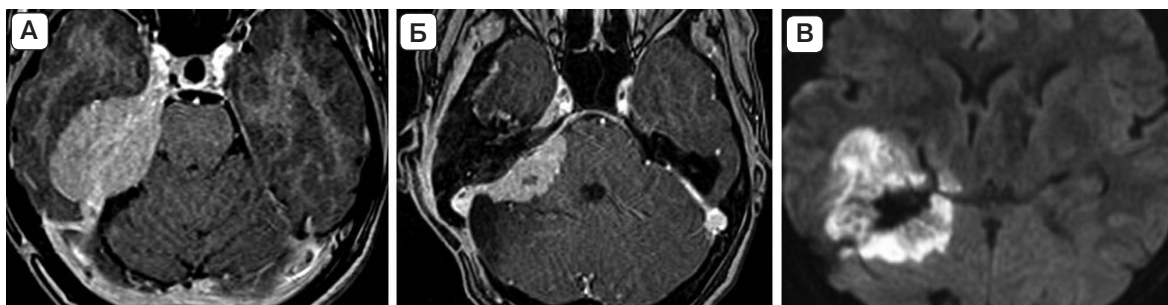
Магнитно-резонансная томография головного мозга пациента с острым нарушением мозгового кровообращения, оперированного подвисочным доступом, до и после операции: А – МРТ в режиме T1 с контрастным усилением до операции; Б – МРТ в режиме T1 с контрастным усилением после операции; В – МРТ в режиме DWI после операции, визуализируется ишемия в правой височной области вследствие повреждения вены Лаббе. Источник: составлено авторами
